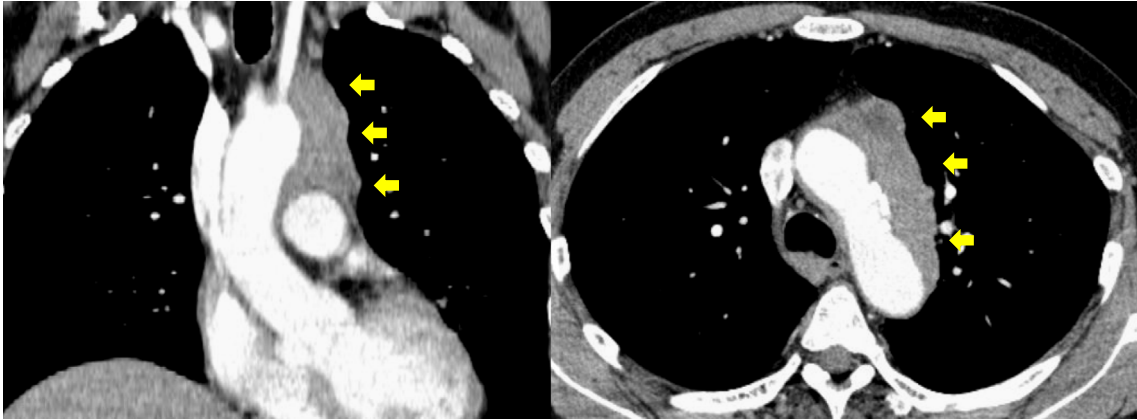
Chest computed tomography findings (first visit). Internal uniform mass lesions were observed from the aortic arch to the left hilum of the lung (arrows).
